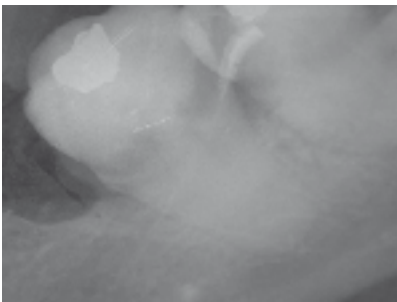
Radiographie pré-opératoire révélant la présence d'un seul canal mésial et d'un seul canal distal.
